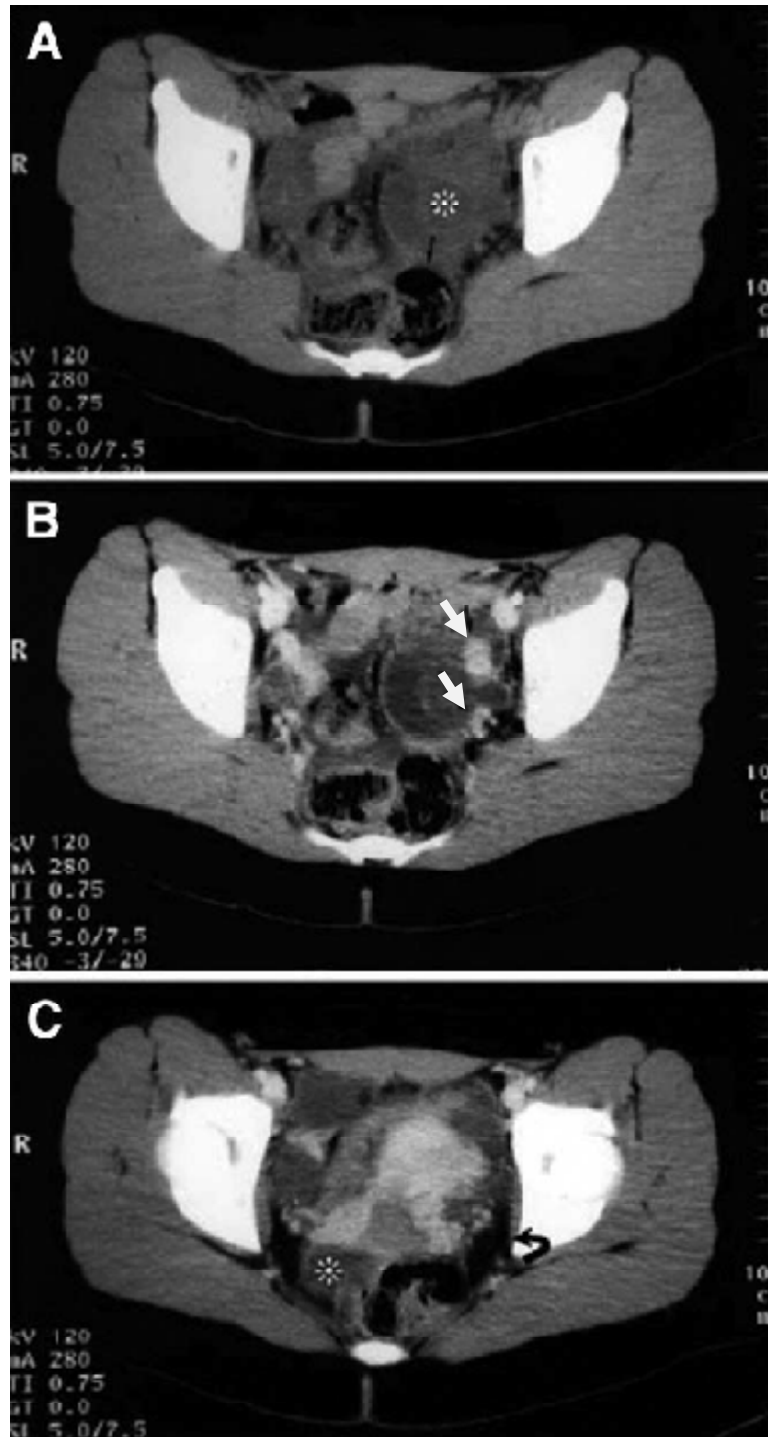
TDM pelvienne d'une patiente qui présentait une TTI (Coupes axiales)
